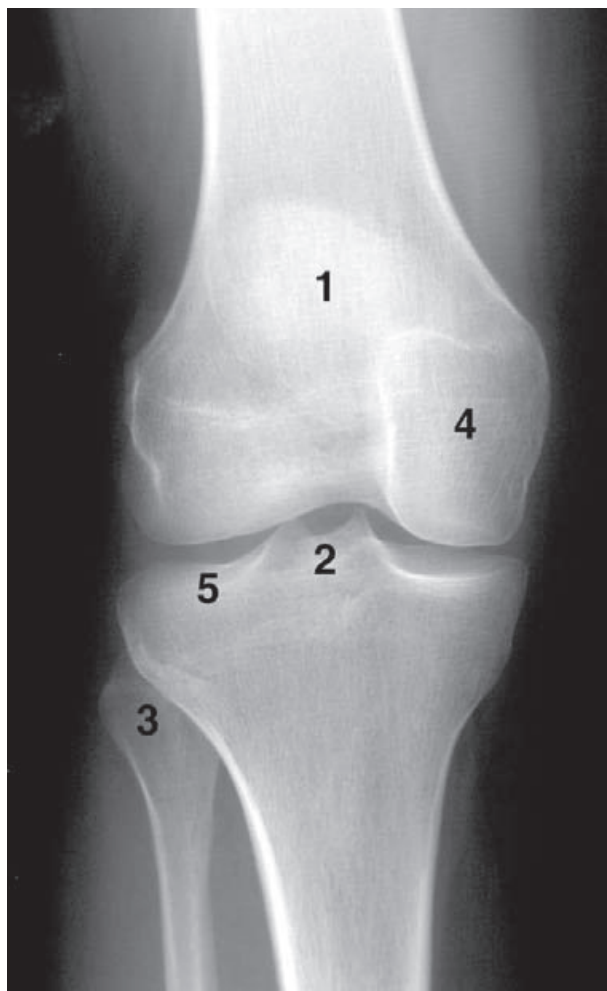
Radiografía anteroposterior de rodilla. 1) Rótula; 2) eminencia intercondílea; 3) cabeza del peroné; 4) cóndilo interno; 5) superficie articular condílea lateral de la tibia.
